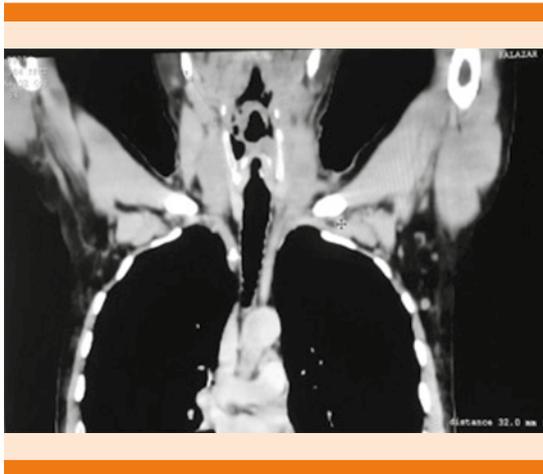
Reconstrucción coronal de tomografía simple de cuello y tórax, se muestran adenopatías previamente descritas mostrando el eje longitudinal de ambos ganglios de 32 mm, huecos axilares con ganglios con morfología habitual, hilio graso, diámetros dentro de parámetros normales.
